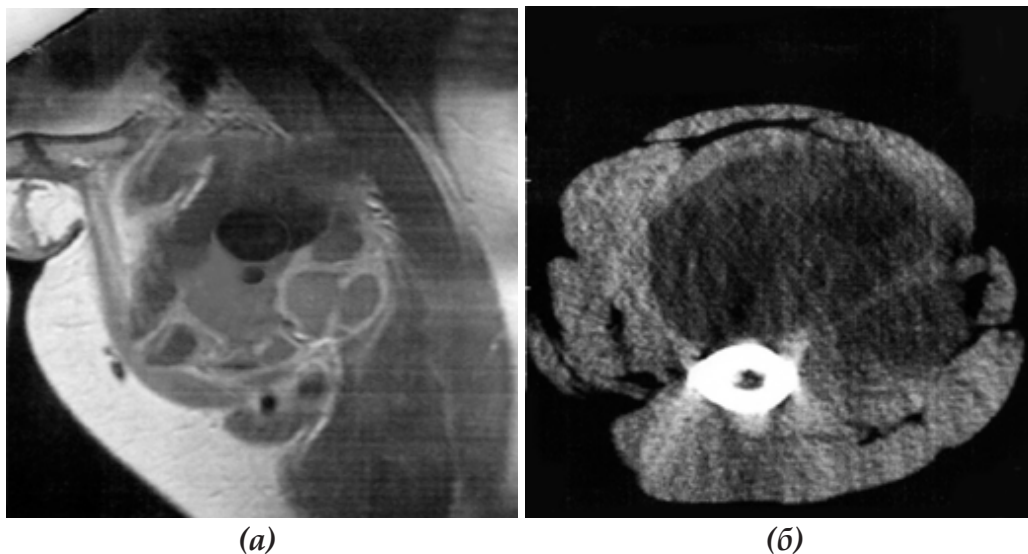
Магнитно-резонансные томограммы левого бедра:
